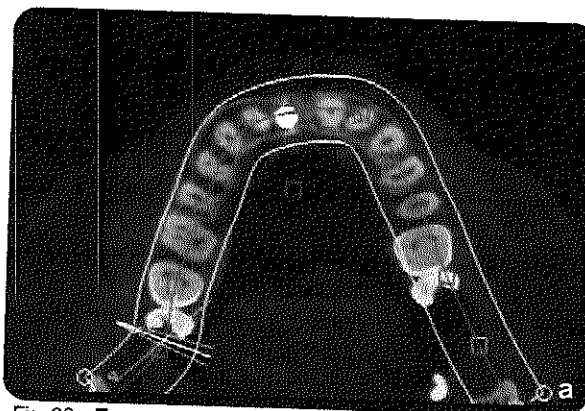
Tomografía axial. Se muestra presencia de la tabla vestibular integrada a los 9 meses de la colocación del implante.
